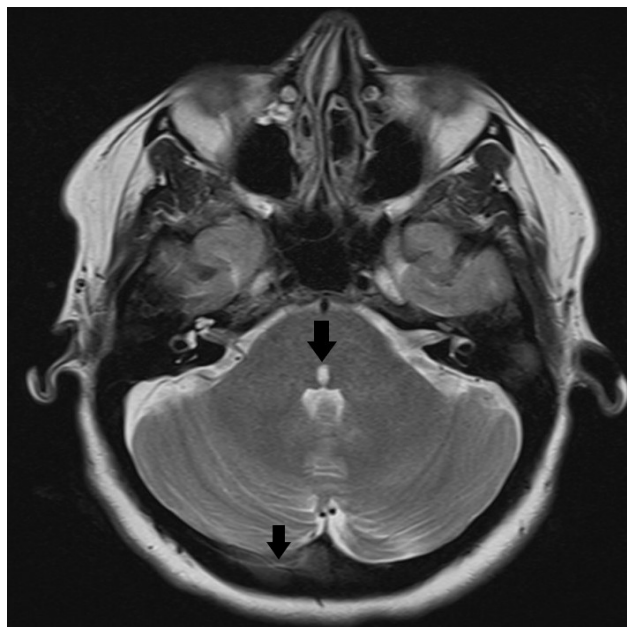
МРТ головного мозга, Т2 ВИ, аксиальная проекция. Имеется мелкий парамедианный очаг в дорсальных отделах моста справа (черная стрелка). Частично визуализируется тромбированный правый поперечный синус (черная стрелка)
